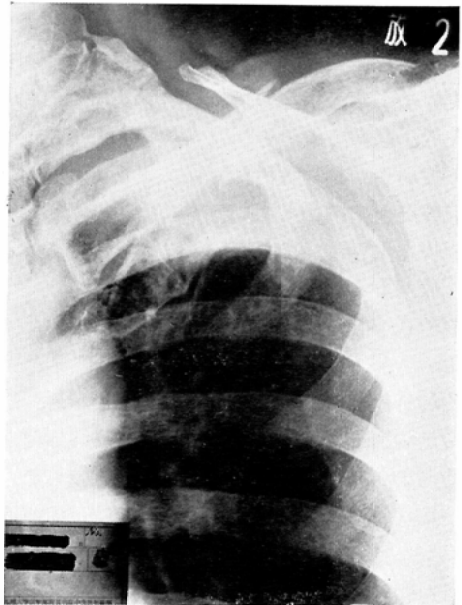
Case 2. Rib roentgenogram at the same time as on Fig. 5 shows the regeneration of the previously destroyed left 1st and 2nd ribs. Fracture of the left clavicle is probably related to irradiation.
